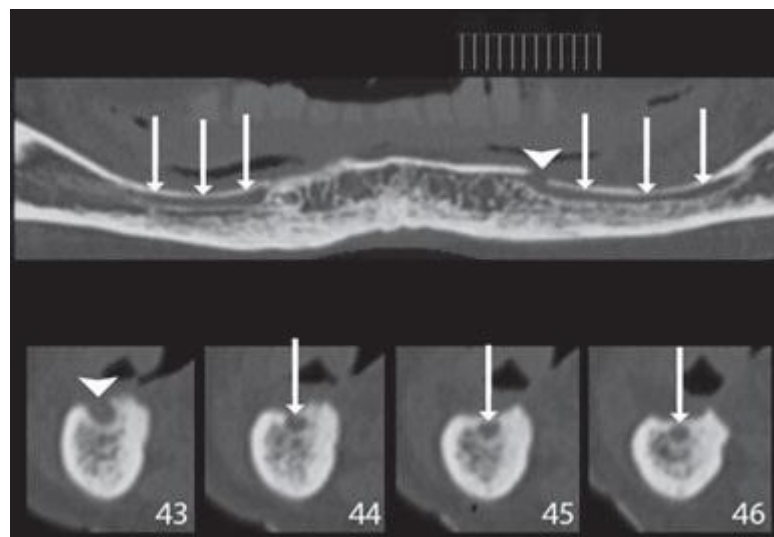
Panorâmica reformatada e 4 transversais. As imagens de CT de uma mandíbula edêntula/atrófica e do canal mandibular muito próximo à crista óssea (setas) e do forame mental na crista (seta menor).
